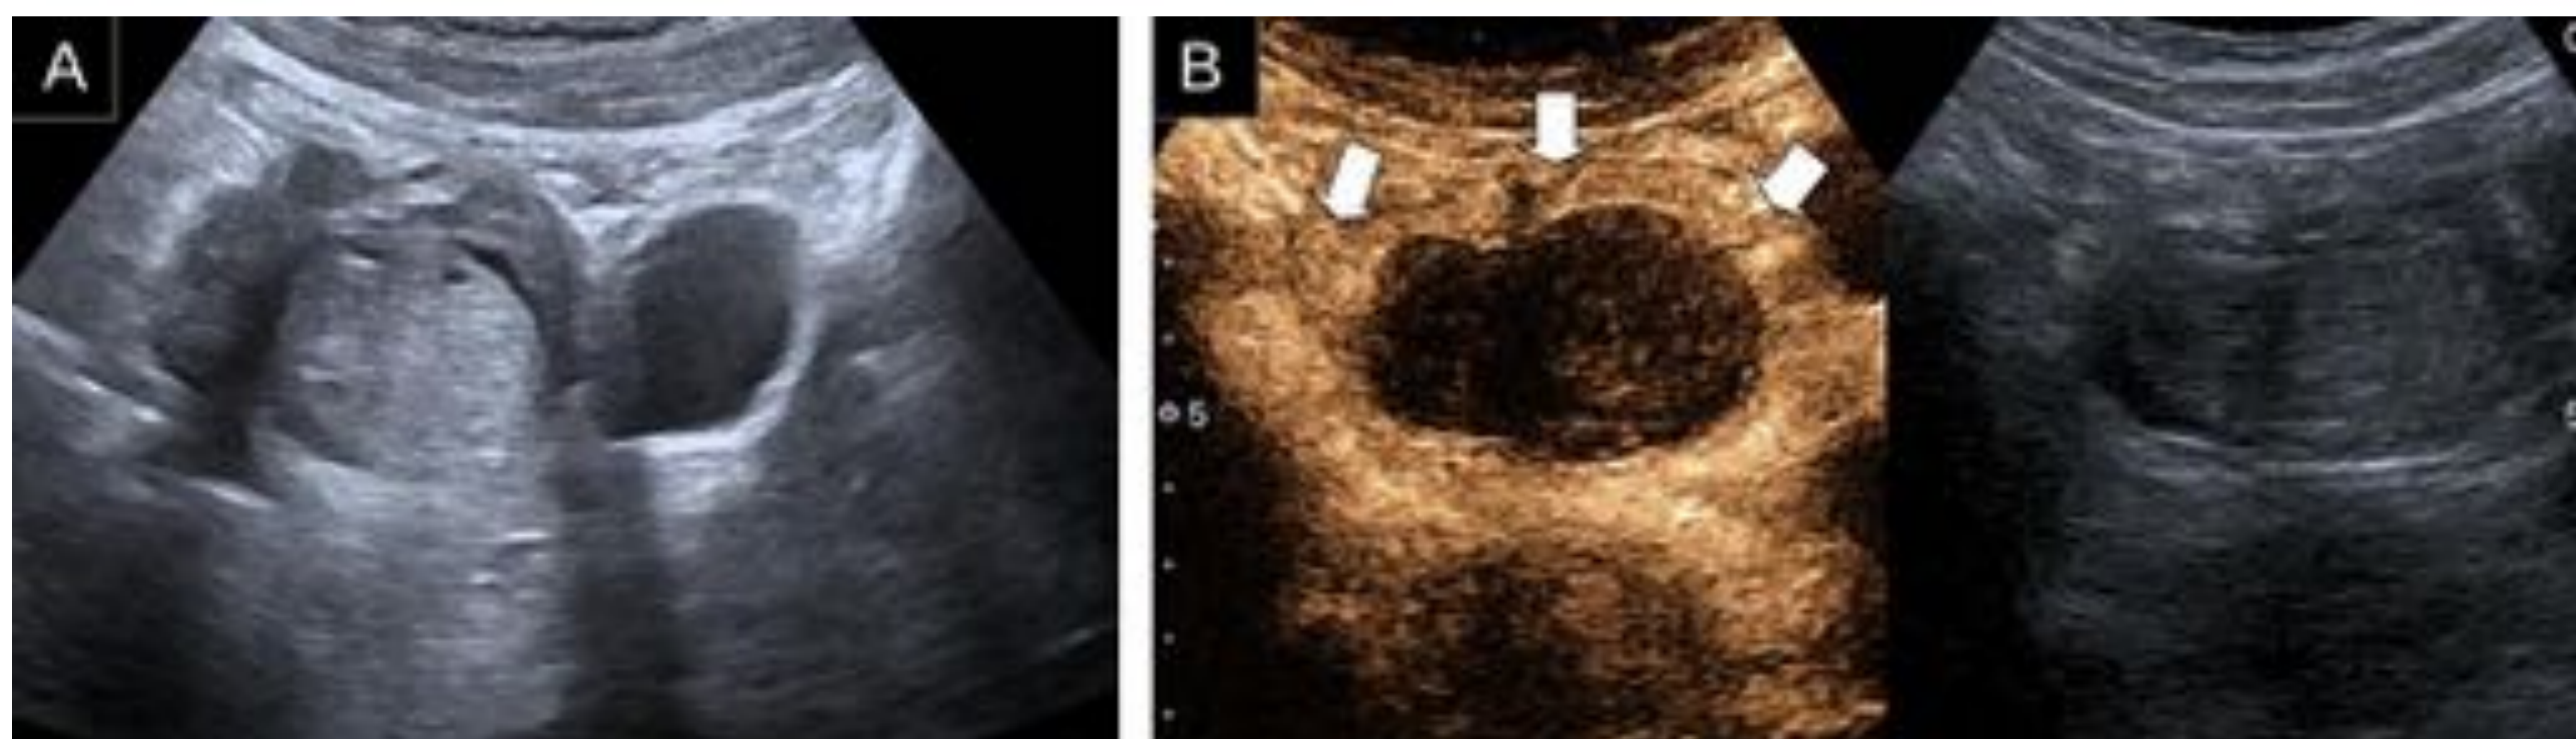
Mujer de 30 años con dolor en flanco izquierdo. A) Ecografía en modo B. Se aprecia ovario izquierdo aumentado de tamaño con pequeñas imágenes quísticas que sugieren torsión ovárica con folículos periféricos. B) Ecografía con contraste: ausencia de realce de la porción central con realce en la periferia (flechas) representando el ovario. Debido a la persistencia de los síntomas se realiza laparoscopia exploradora donde se identifica endometrioma de ovario izquierdo de 6 cm. Se descarta torsión ovárica. La trompa izquierda está retraída y con fibrosis, se realiza salpingectomía parcial.
